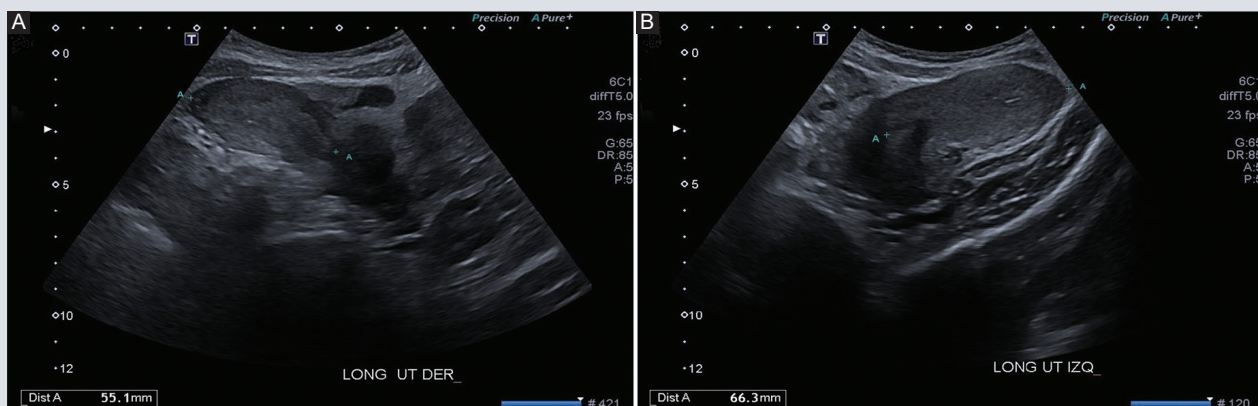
Ultrasonido pélvico que reveló dos cuernos uterinos separados, cada uno con su respectiva cavidad endometrial, sin comunicación evidente entre estos. A: cuerno uterino derecho. B: cuerno uterino izquierdo.
